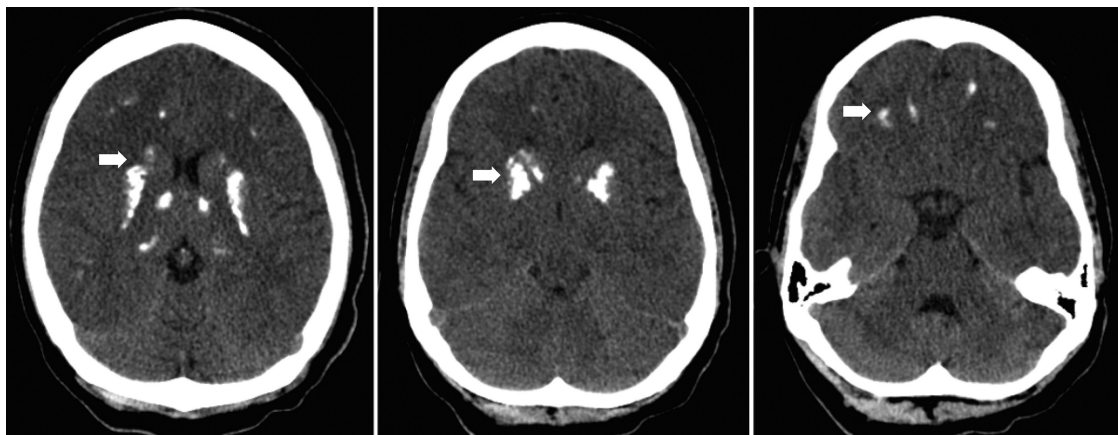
CT scan showing bilateral, symmetric calcifications in thalamus, basal ganglia and white subcortical frontotemporal substance (arrows).
